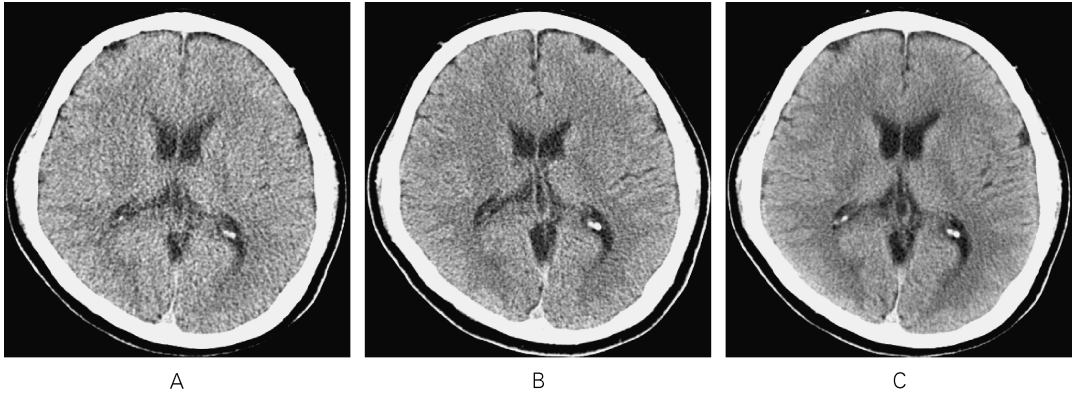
CT image samples taken with different parameters. The CT images are obtained with multidetector-row CT (120 kVp, 250 mA).
